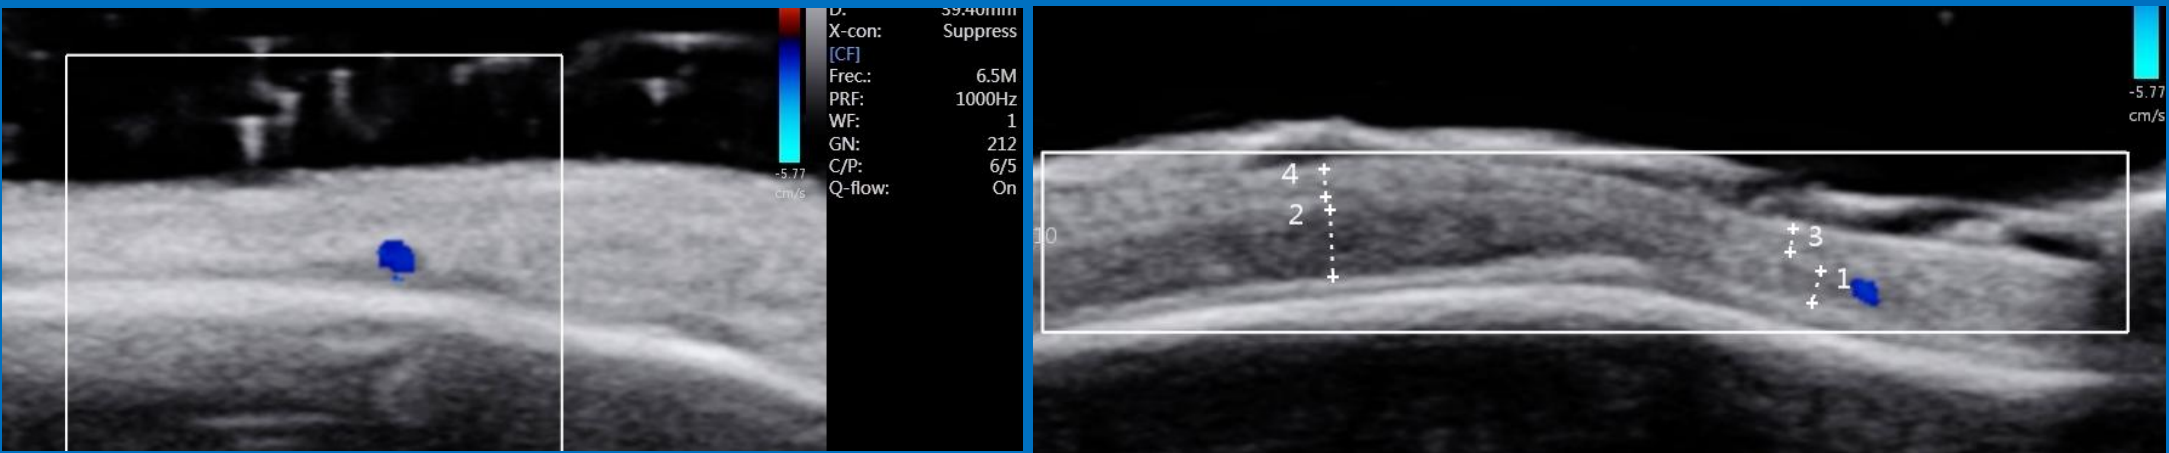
Esclerodermia focal. Doppler negativo evidenciando lesiones inactivas (Wortsman's criteria)
